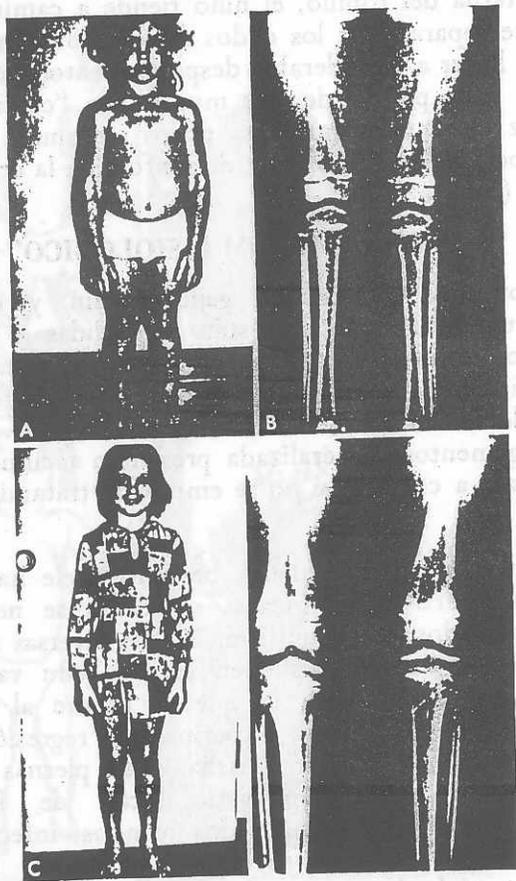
A, niña de tres y medio años de edad, con valgus fisiológico. B, radiografía con la niña de pie. El ángulo tibiofemoral mide 10° de valgus. C, misma niña a los ocho años de edad. Apréciase la mejoría en la alineación de los miembros inferiores, sin tratamiento alguno. D, radiografía con la niña de pie. El ángulo tibiofemoral mide 4° de valgus. (19)
